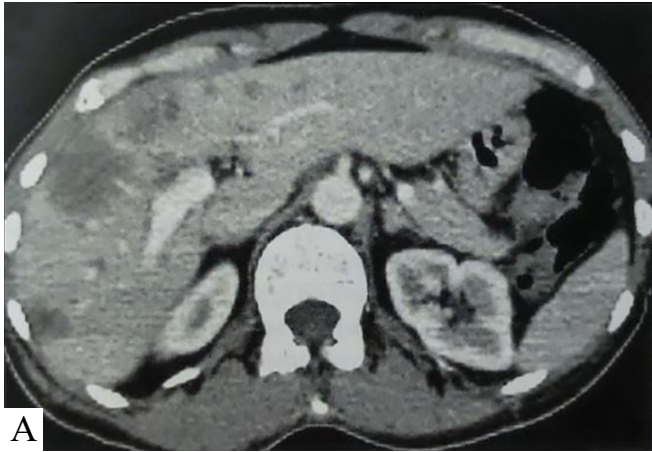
ПЕТ/КТ з 18F-ФДГ всього тіла. Рак легень, множинні метастази в печінці. А – КТ з внутрішньовенним контрастним підсиленням аксіальної проекції; В – ПЕТ/КТ з 18F-ФДГ в аксіальній проекції. Визначаються множинні гіподенсні вогнища по КТ в печінці білобарно з помірним або інтенсивним накопиченням РФП [11].
